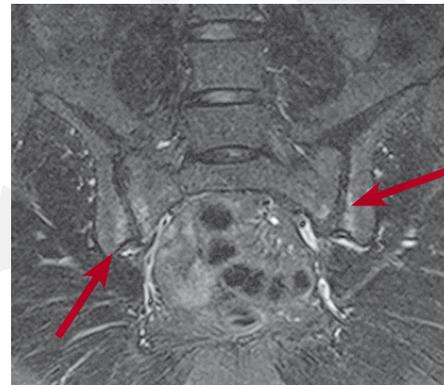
MRI Sakrum/ISG, fettsupprimierte STIR-Sequenzen, ohne KM: Zonen mit Knochenödem (hyperintens), sakral- und iliacal-seitig bds. (rote Pfeile)
